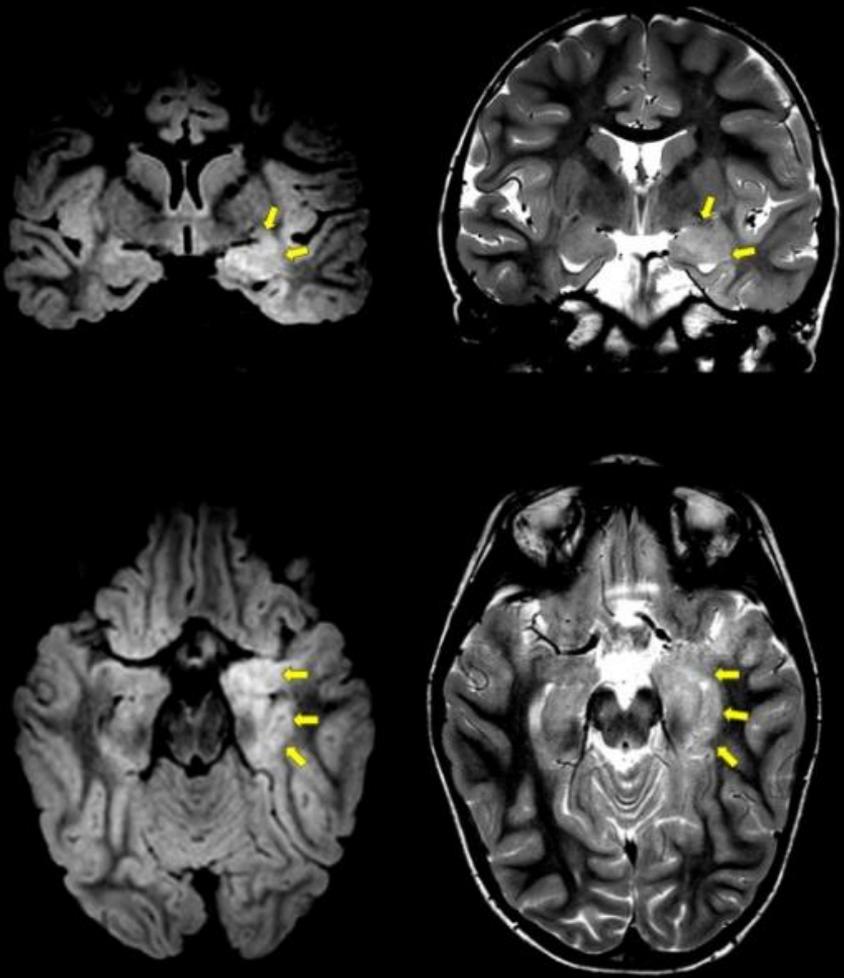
Paciente de 5 años con antecedente de epilepsia, ingresa por status epiléptico y se realiza RM al 4to día. Se observa hiperintensidad de señal en FLAIR y T2 a nivel del hipocampo y corteza temporo-insular anterior izquierda. La secuencia de difusión no mostró alteraciones.
